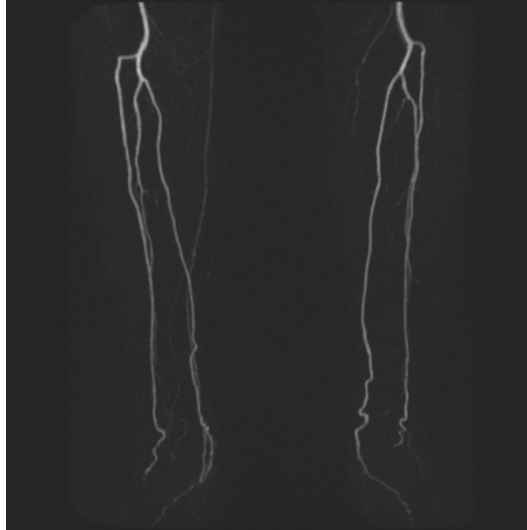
angio-IRM, perméabilité des 3 axes de jambes, bilatéral
